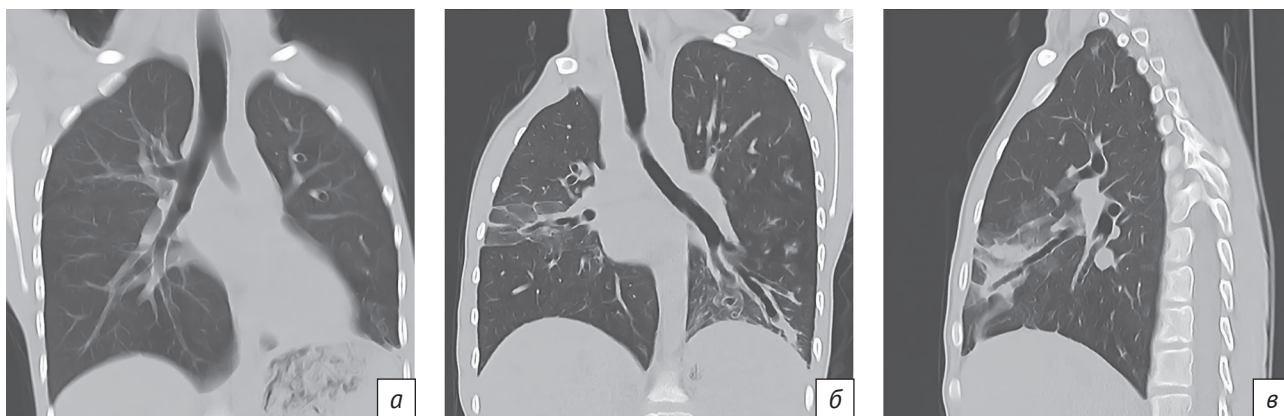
КТ грудной клетки в усредненном режиме (Average) реконструкции в правой косой (а), левой косой (б) и правой сагиттальной (в) проекциях (легочное окно). Визуализируется равномерное расширение трахеи и бронхов с фестончатостью их контуров (а). В нижних отделах левого легкого – бронхоэктазы, заполненные патологическим содержимым (б). Средняя доля правого легкого уменьшена в объеме, с уплотнением легочной ткани и визуализацией на этом фоне расширенных сегментарных и субсегментарных бронхов с фестончатыми контурами просветов (б, в)
